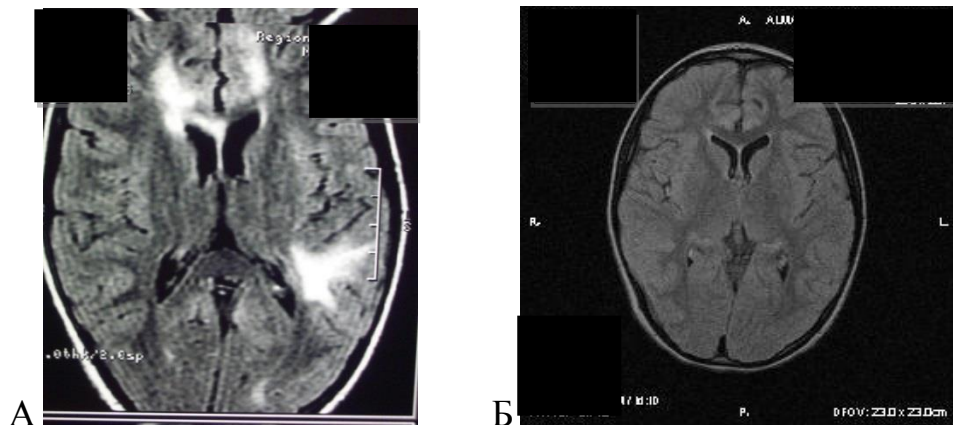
МРТ головного мозга пациентки М., 9 лет. История болезни № 2186, 2016 г. Диагноз: Диссеминированный энцефаломиелит, вызванный вирусом Эпштейна-Барр. А) Очаги неправильной формы в белом веществе обоих полушарий. FLAIR-ИП, аксиальная плоскость. Б) Полный регресс очагов через 3 месяца. FLAIR-ИП, аксиальная плоскость
